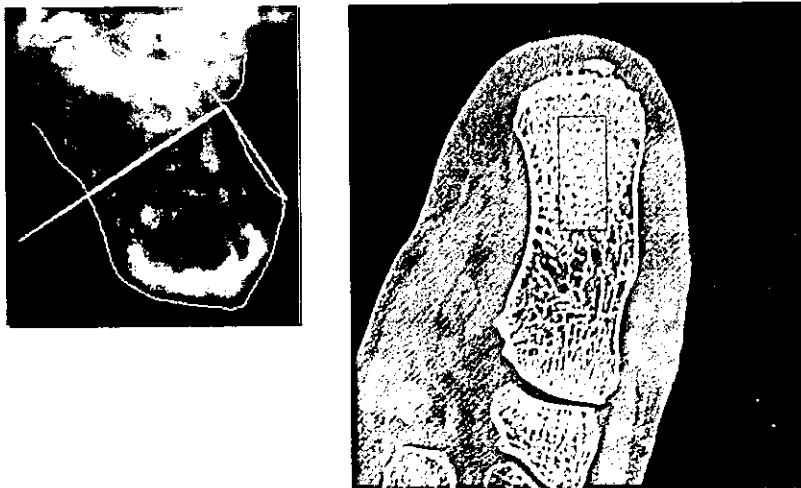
踵骨DXAの測定領域（左）と踵骨CT測定領域（右）
